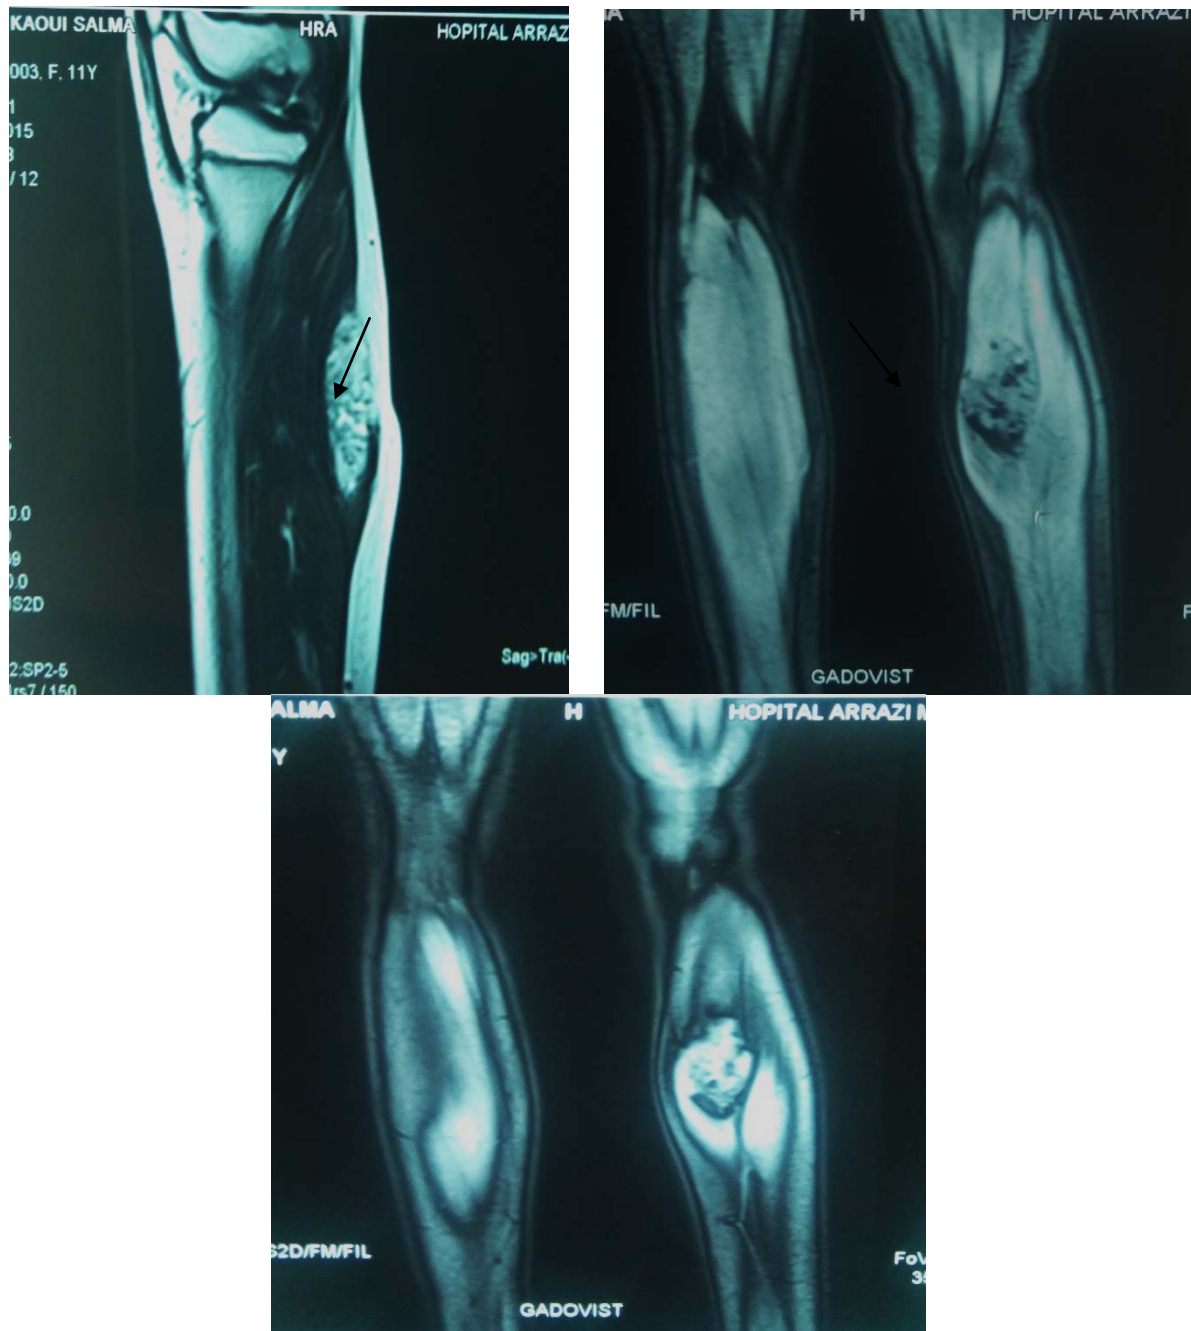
IRM en coupes sagittale T2 et T1 fatsatsans et après injection de gadolinuim
